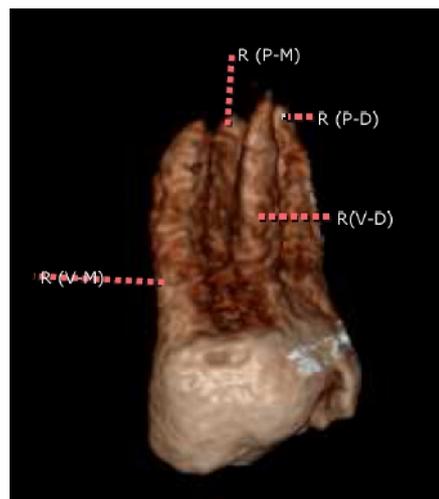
Imagem da Tomografia Cone Bean, no detalhe a identificação das quatro raízes separadas: R (V-M)- raiz méso-vestibular; R (V-D)- raiz diso-vestibular; R (P-M)- raiz mesio-palatina; R (P-D)- raiz disto-palatina.
